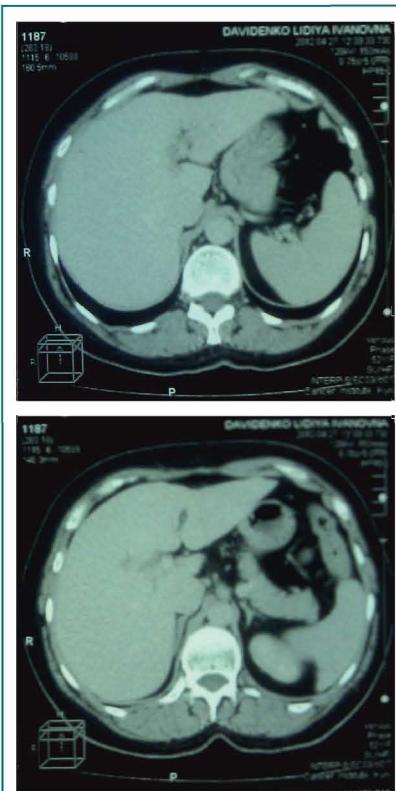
Комп'ютерна томографія печінки хворої Д. після лікування
